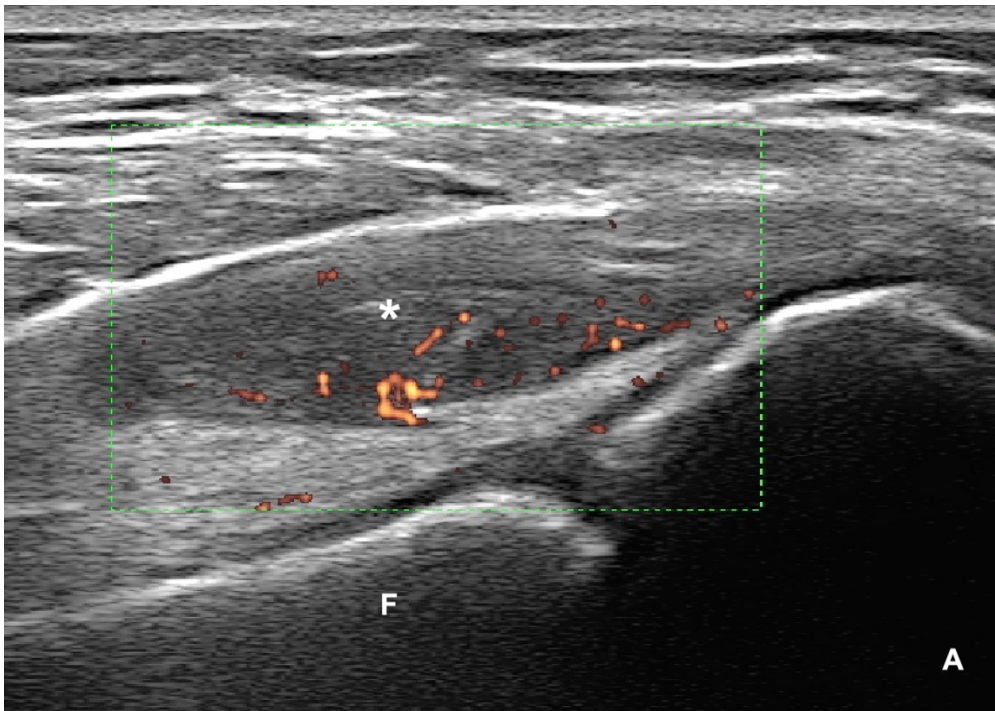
Imagem ecográfica longitudinal parapatelar do joelho demonstrando sinovite grau 3 ao modo B (\*) e grau 2 ao Power Doppler (setas).
